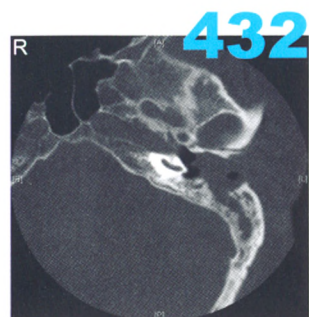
颞骨CT轴位, 左侧外耳道骨质破坏, 侵入乳突, 为III期EACC
